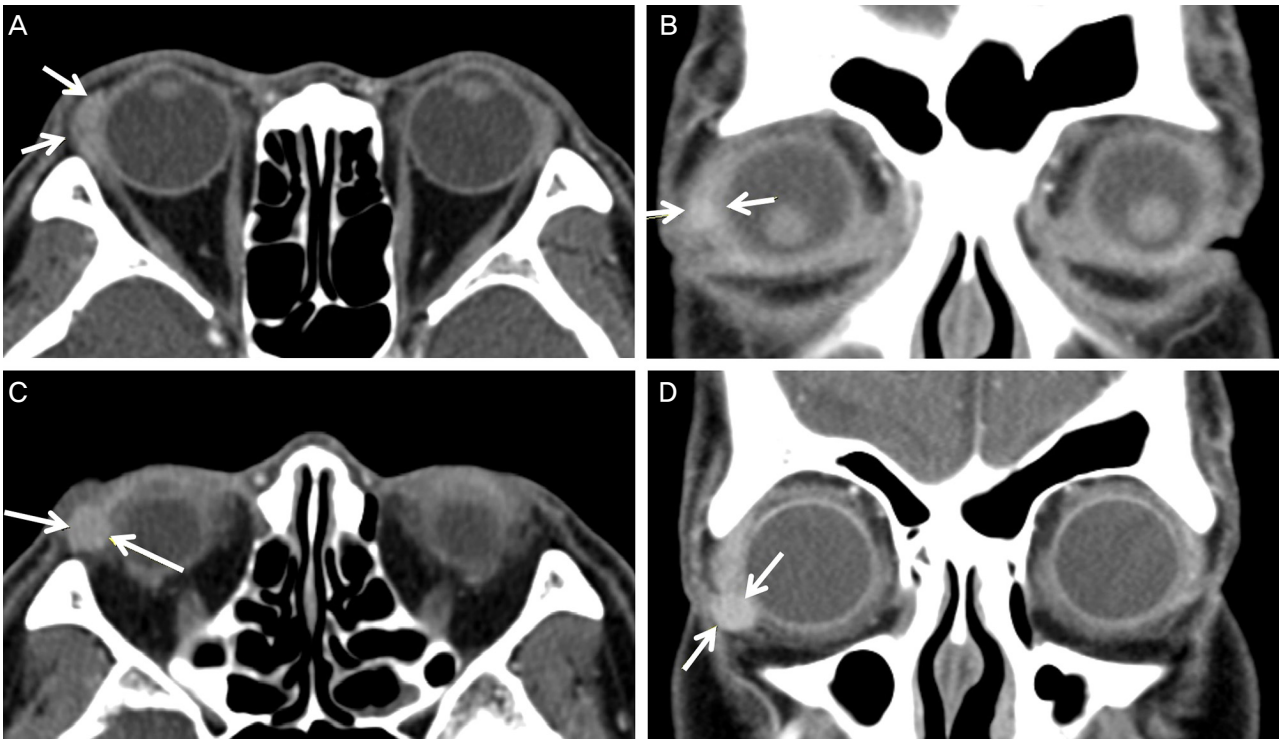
Orbital computed tomographic scans. (A, B) 0.6 cm sized homogeneously enhancing mass was found just inferior to the right lacrimal gland (arrows). (C, D) 0.9 cm sized homogeneously enhancing mass was also found in the inferolateral orbit (arrows).
